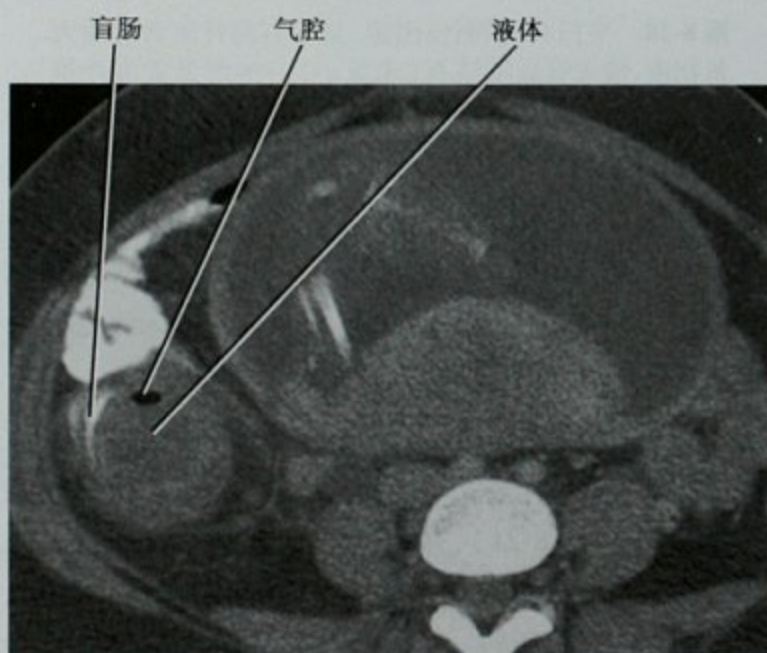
阑尾穿孔征象之局灶性积液,盆腔 CT 横断位图像,孕 32 周妇女出现右下腹痛,显示圆形液体积聚压迫盲肠,其他图像显示阑尾壁增厚(未提供),经皮置管引流及随后剖宫产和阑尾切除术,证实为阑尾穿孔
